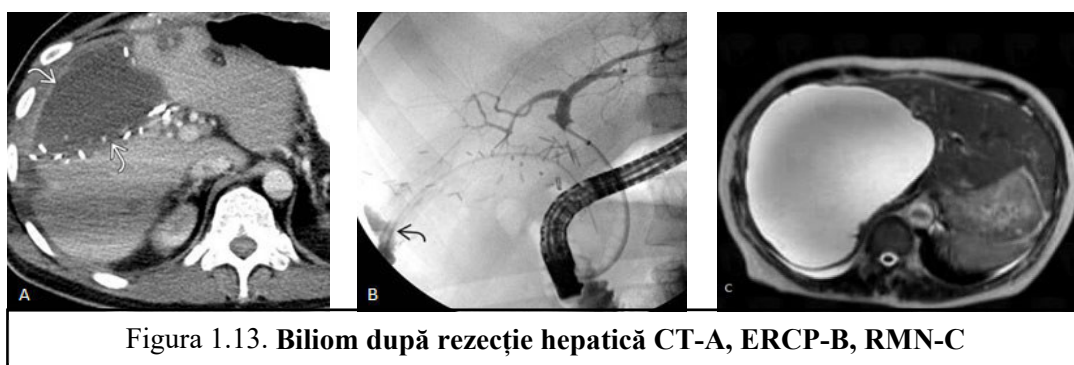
Biliom după rezecție hepatică CT-A, ERCP-B, RMN-C
